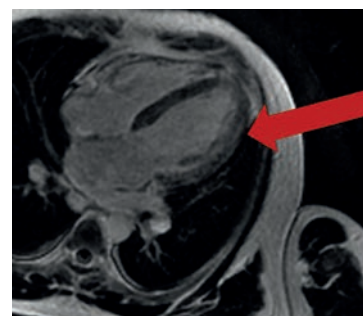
Resonancia magnética: Miocardiopatía restrictiva con depósitos de oxalato
